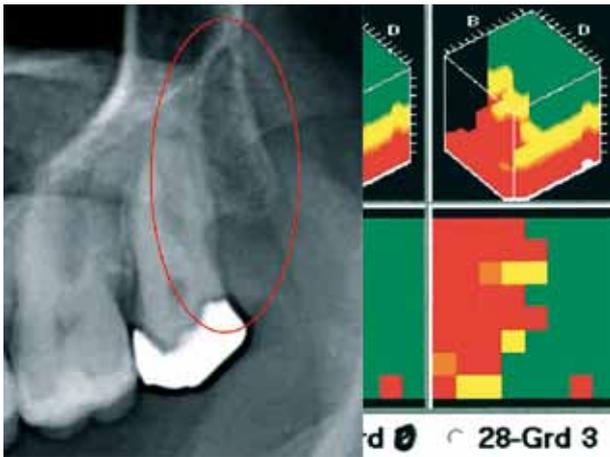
Gegenüberstellung von 2D-Röntgen und TAU von regio 28/29
